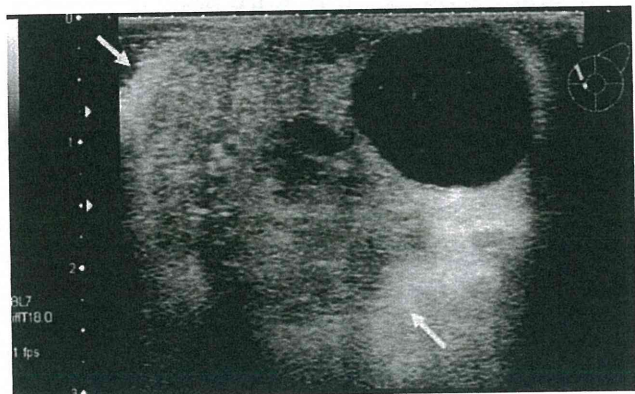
Findings on ultrasound the arrow indicates the edge of the tumor
